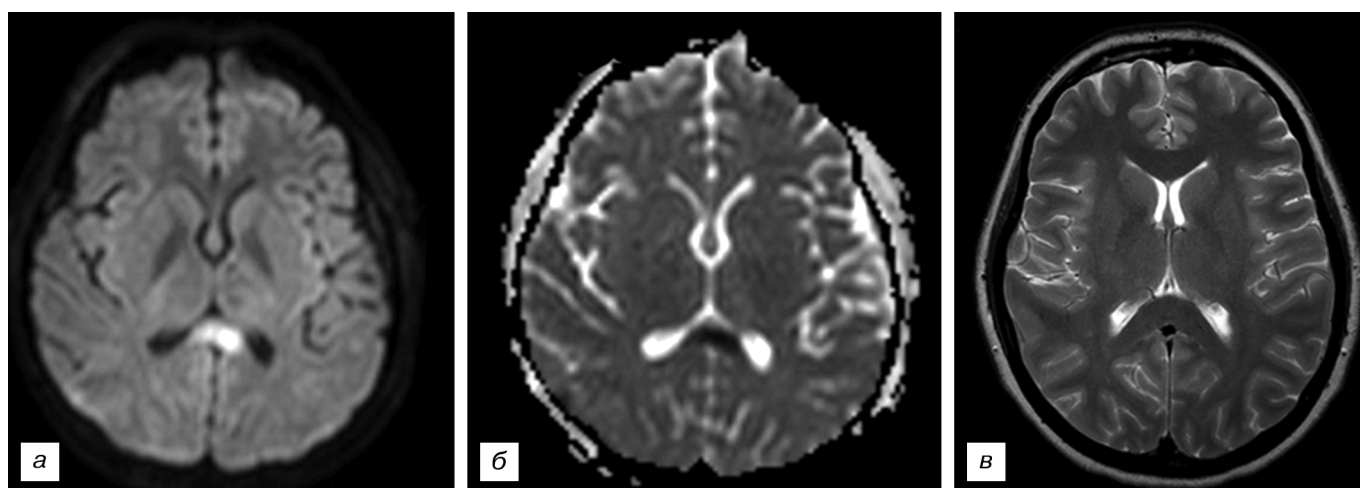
Аксиальные изображения диффузно-взвешенных изображений (ДВИ) (а) и карты исчисляемого коэффициента диффузии (ИКД-карта) (б). Выявляется очаг диффузного аксонального повреждения (ДАП) в валике мозолистого тела, который на T2ВИ в ИП TSE (в) не визуализируется.
